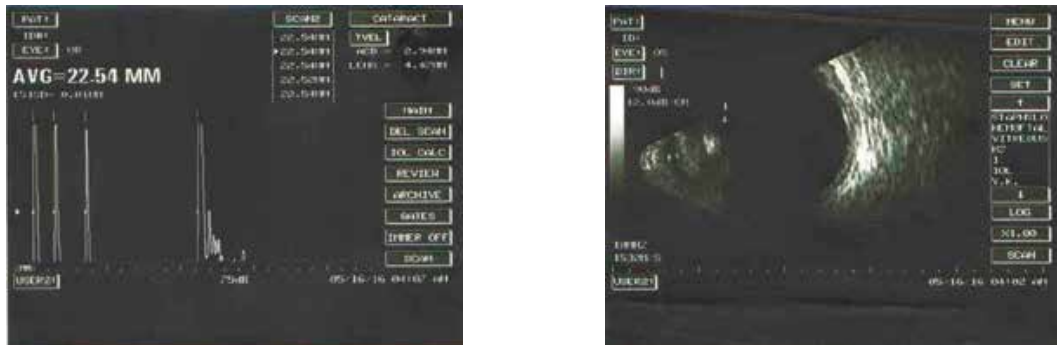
УЗИ исследование: А- и Б-сканирование
